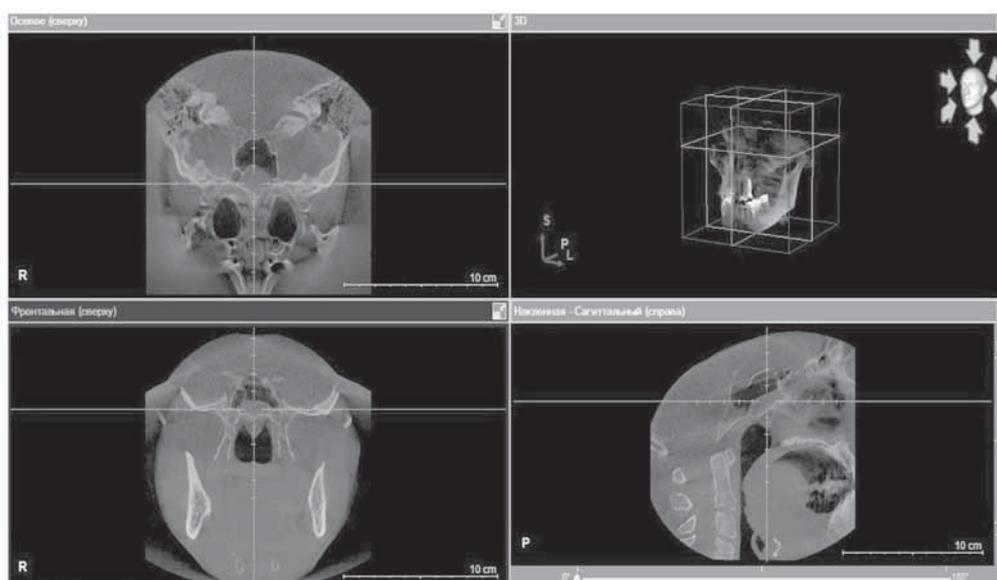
Компьютерная томограмма больной К. В клиновидной пазухе выявлено округлое образование с четким контуром, заполняющее левую пазуху на $\frac{1}{3}$, без костно-деструктивных изменений.
